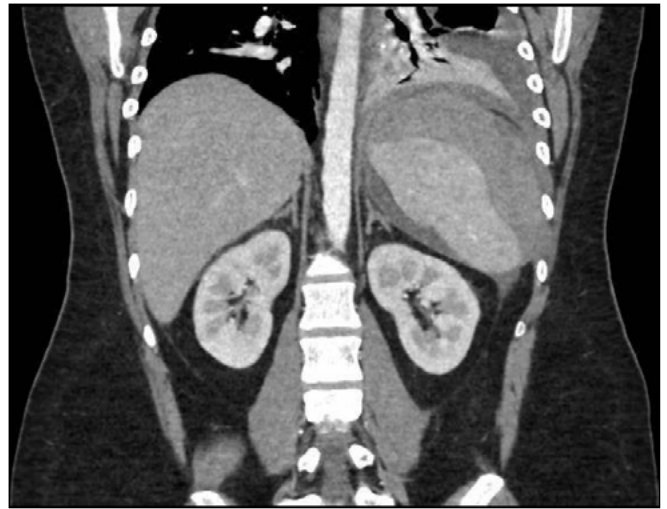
TC Abdominal. Plano coronal. Hematoma esplénico.
